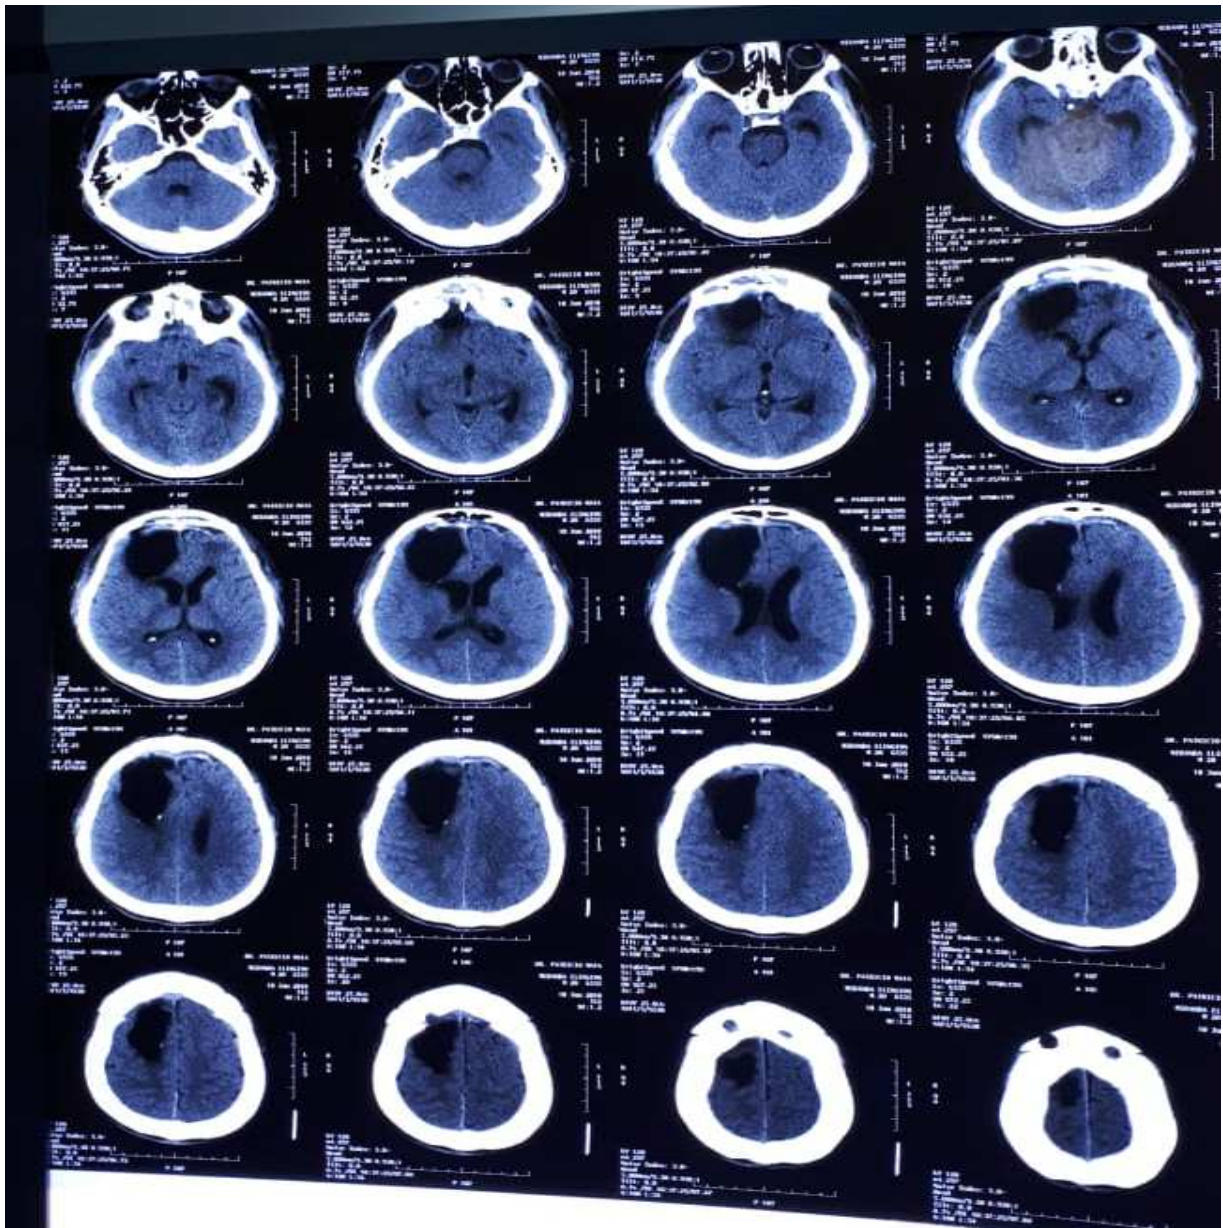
Tomografía de cerebro en corte axial en la que se observa que la imagen hipodensa con una mayor extensión alcanzando el lóbulo parietal del lado derecho y uniéndose al ventrículo lateral correspondiente a la cavidad necrótica producto del neumocéfalo causado por la entrada de aire en la fistula esfenofrontal y correspondiendo también a un quiste que es porencefalo.
